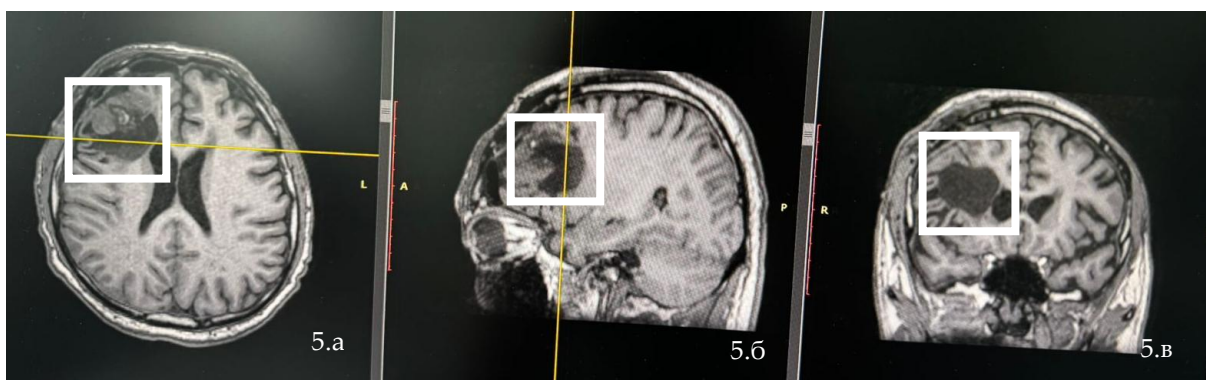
МРТ снимки после операции: по ходу оперативного доступа и в ложе удаленного образования определяется содержимое близкое ликвору. Вокруг ложа удаленного образования наблюдается ограничение диффузии (ишемия) (отмечены белыми квадратами в аксиальной (рисунок 5.а), сагитальной (рисунок 5.б), фронтальной проекции(рисунок 5.в))
